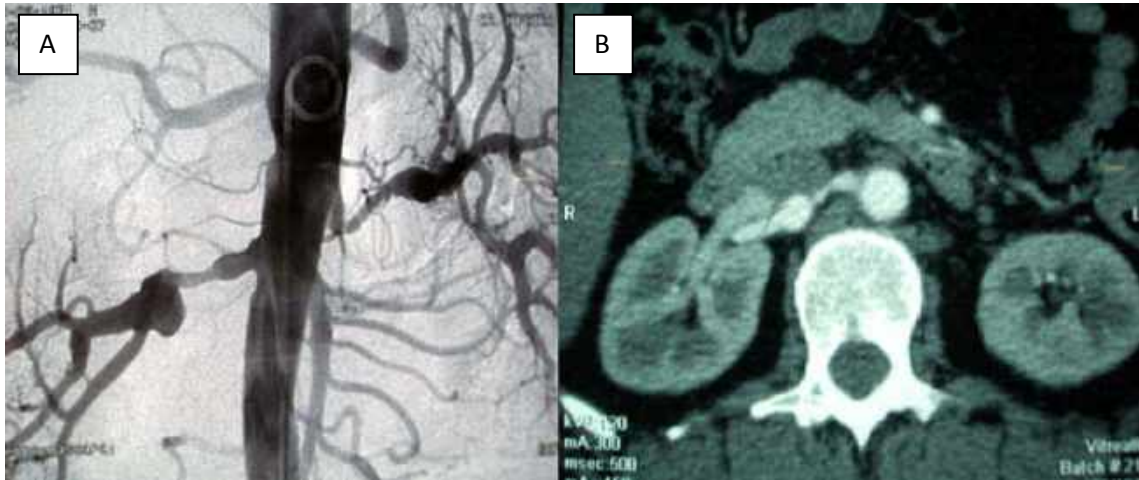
Arteriografía: estenosis de la arteria renal bilateral. B) Tomografía computarizada con contraste: aneurisma hiliar renal derecho.
